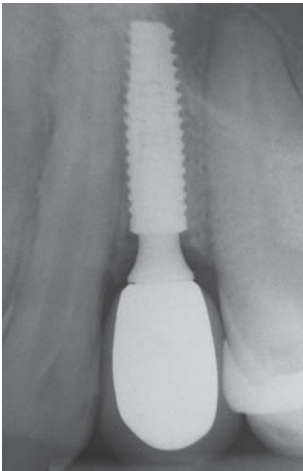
Radiografia após a cimentação da coroa, demonstrando que a mesma está adaptada e não é possível visualizar cimento extravasado.
